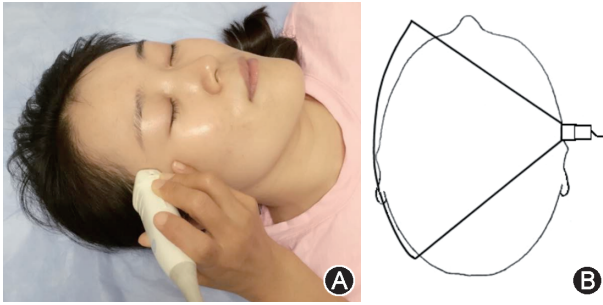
经颅脑实质超声的探测位置。A. 探头置于颞窗; B. 通过脑的轴位扫描的扇形区
